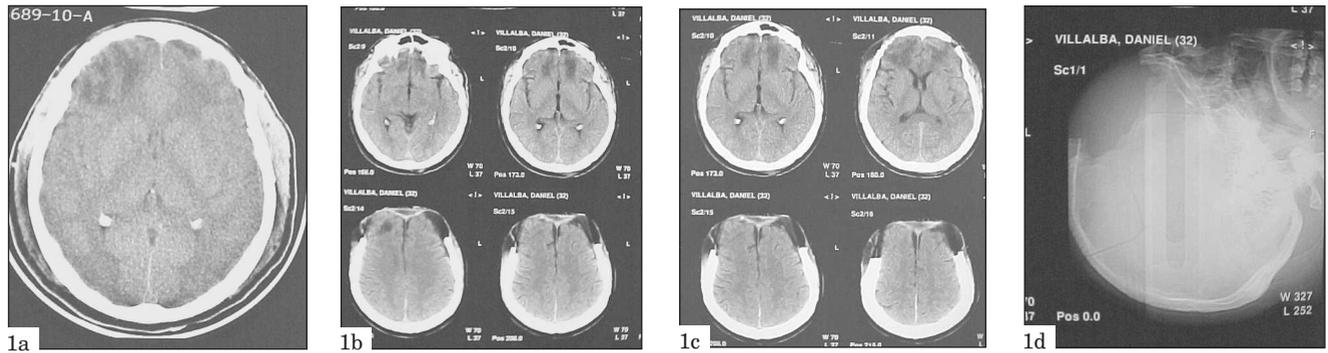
Tomografía computada preop. Figuras 1b y 1c: Tomografía computada post craniectomía. Figura 1d: Craniectomía en Rx perfil de cráneo
